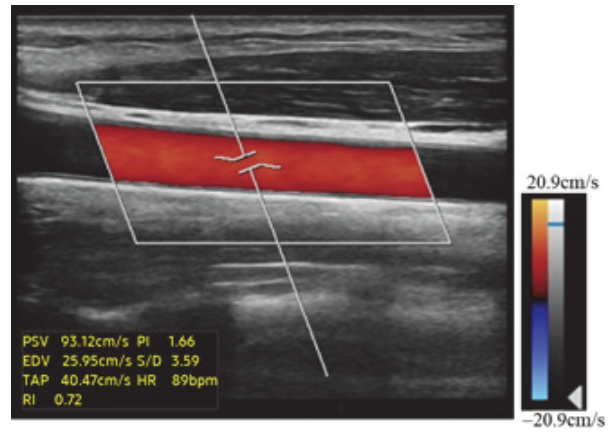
A representative image of the blood flow velocity at CCA using C-mode ultrasound
